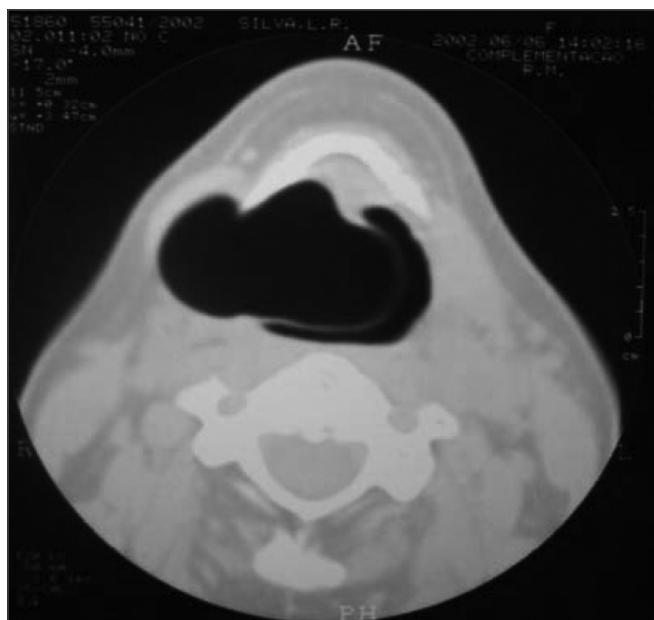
TC de laringe mostrando laringocele.
